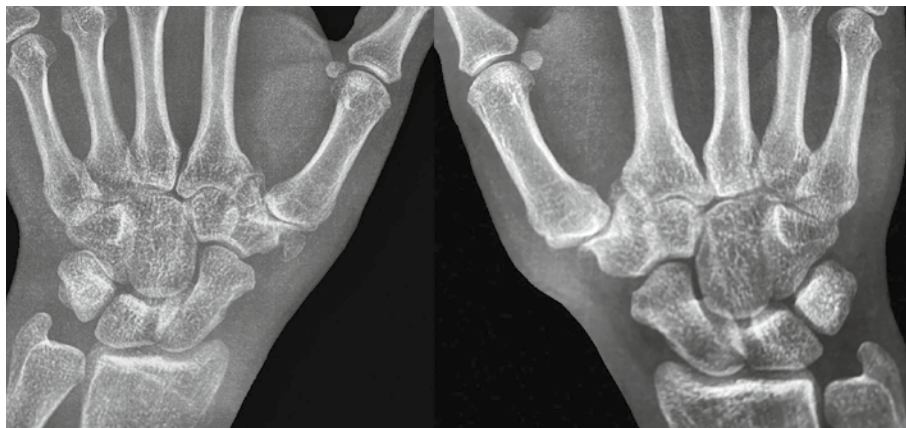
Röntgenaufnahmen eines erwachsenen Patienten mit manifester Rhizarthrose aufgrund einer beidseitigen Hypoplasie des Trapeziums. Auf der linken Seite ist eine große Ossifikation medial des Trapeziums erkennbar (Eaton-Littler-Grad IV beidseits)¹³
